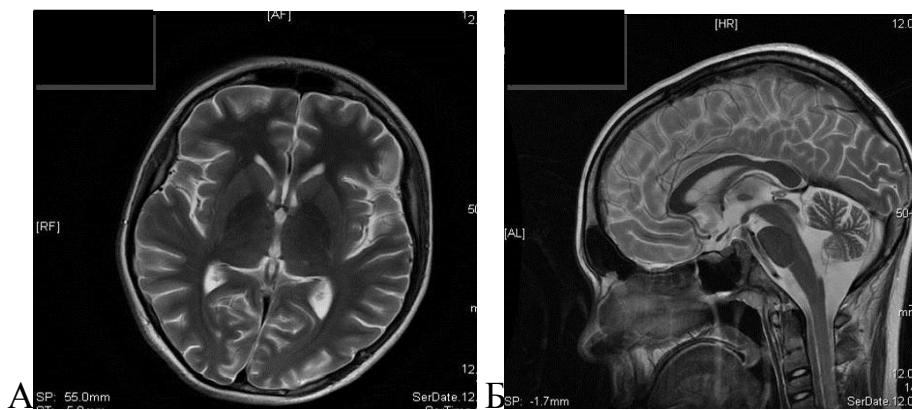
МРТ головного мозга пациента Г., 15 лет через 6 месяцев. История болезни № 11570, 2013 г. Диагноз: Клещевой энцефалит, хроническое течение. А) Регресс очага в таламусе, расширение желудочковой системы. Т2-ВИ, аксиальная плоскость. Б) Атрофия структур задней черепной ямки (мозжечка, ствола мозга). Т2-ВИ, сагиттальная плоскость
